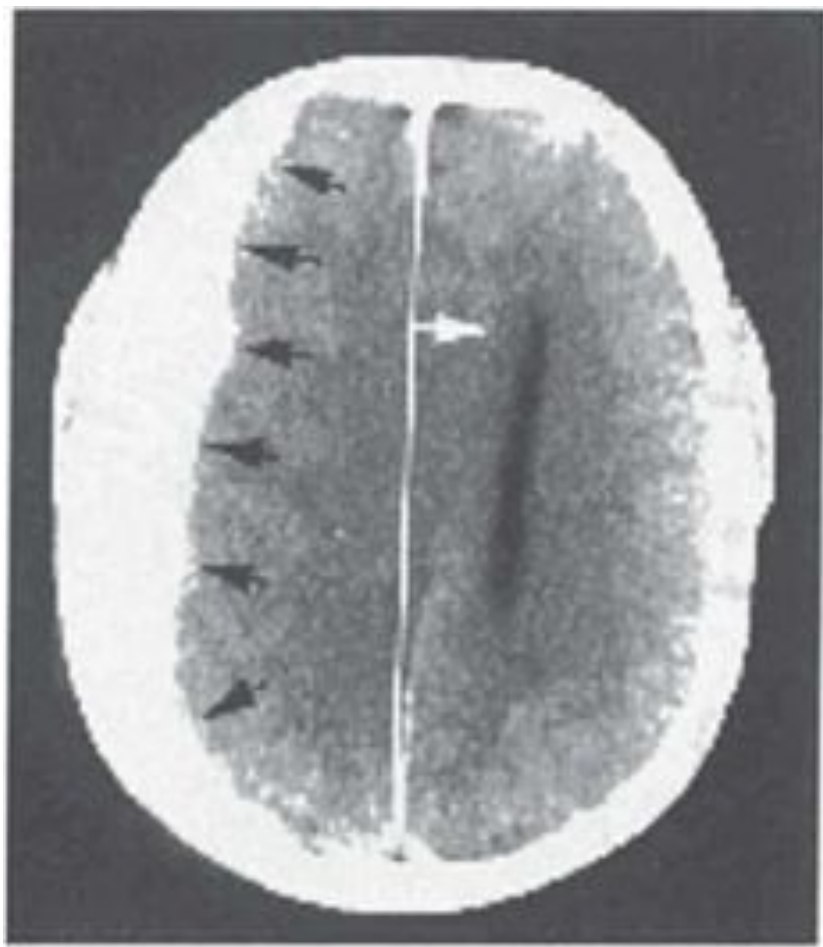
КТ острой субдуральной гематомы правой лобно- теменно- височной области (черные стрелки). Грубая дислокация бокового желудочка влево (белая стрелка).
